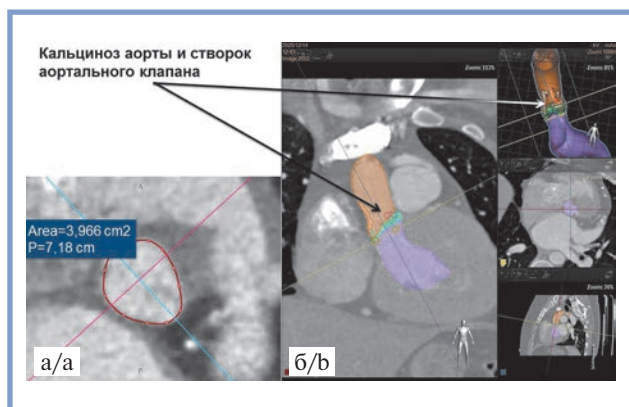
Мультипланарная КТ реконструкция аортального клапана. а — мультипланарная реконструкция данных компьютерной томографии — уровень периметра кольца аортального клапана (выделен красной окружностью); б — автоматическая система мультипланарной реконструкции для планирования вмешательства на аортальном клапане (Heart Navigator).
